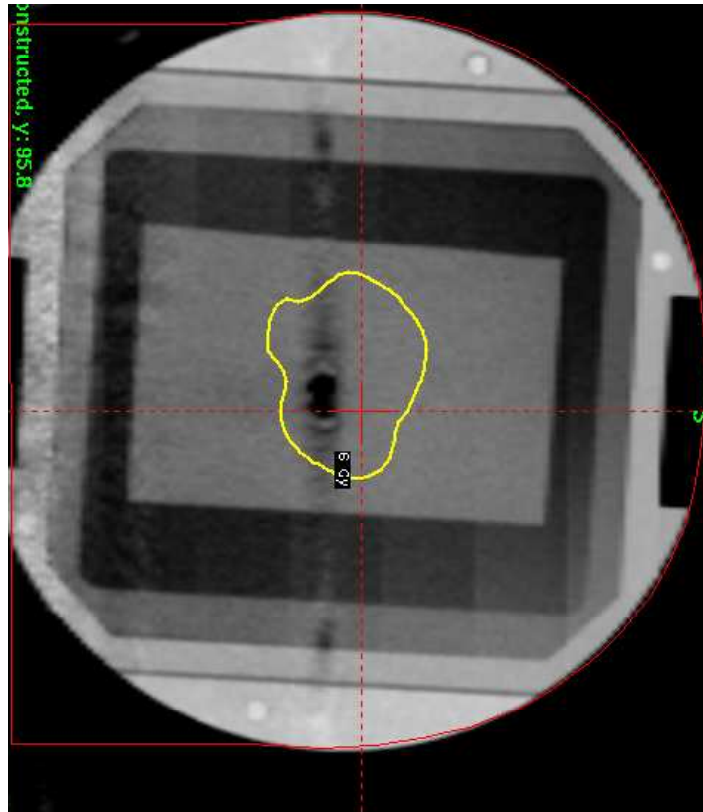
Planimetria realizada no TPS através de imagem de TC
